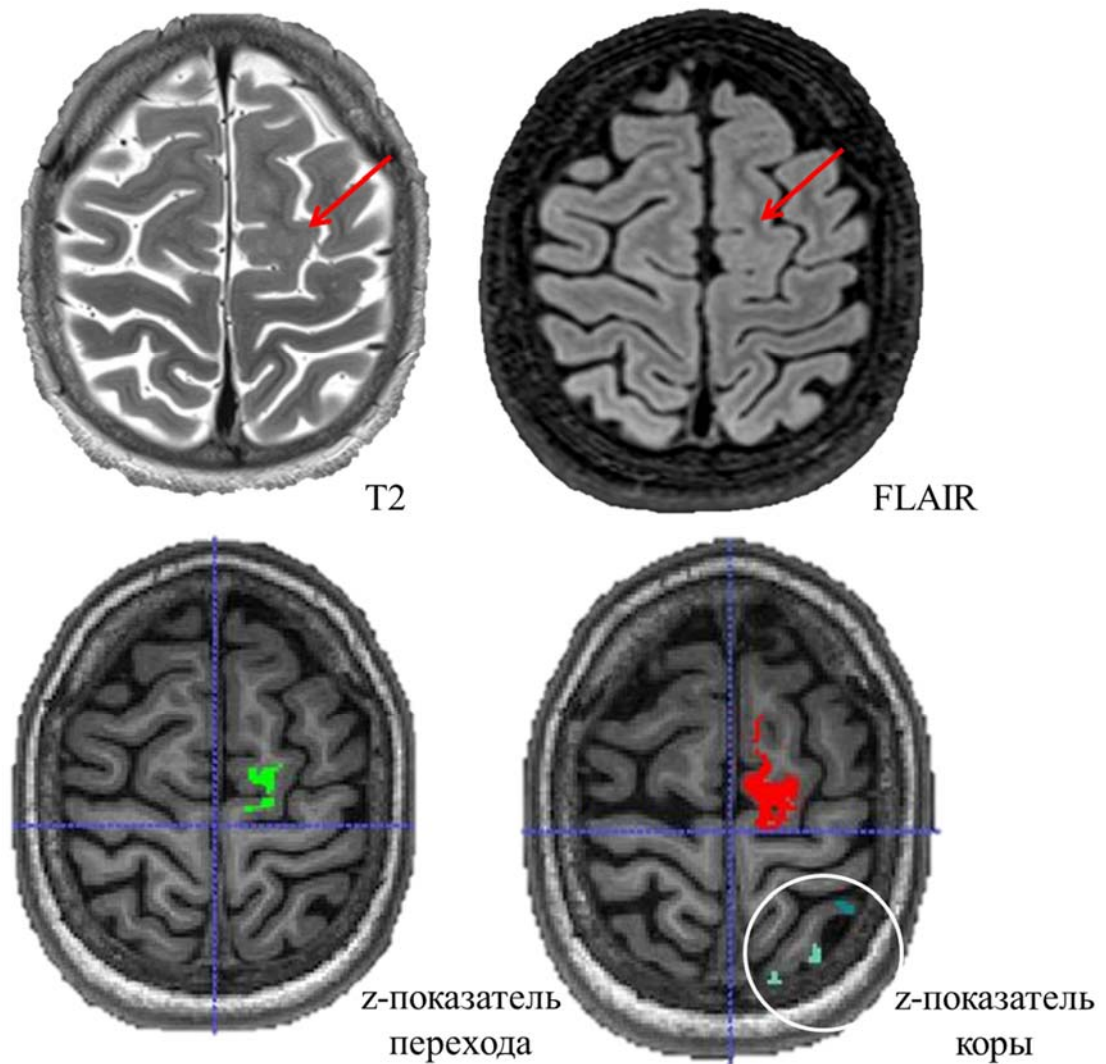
МРТ исследование пациента с ФКД левой лобной доли. На МРТ изображения выявляется зона нарушения перехода серого и белого вещества в левой верхней лобной извилине. z-карты толщины коры (красная зона) и нарушения границы перехода серого и белого вещества (зеленая зона) демонстрируют аномально яркие зоны, совпадающие с данными МРТ-исследования. В белом круге обозначены условно ложноположительные зоны
